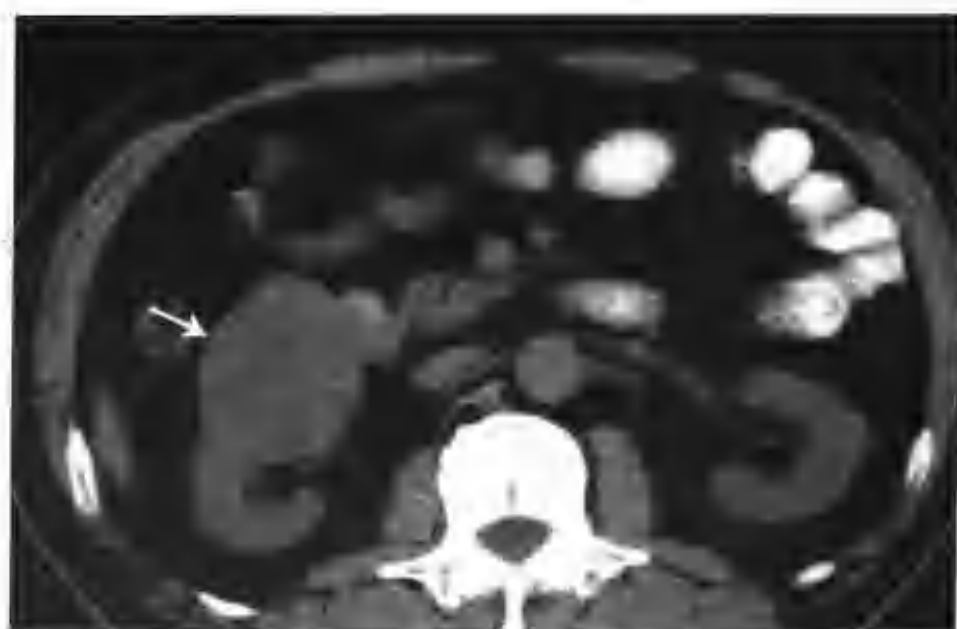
右肾细胞癌 (CT 平扫见右肾一个 $5.0\text{cm} \times 5.5\text{cm}$ 的类圆形肿物, 密度不均 (箭头))
